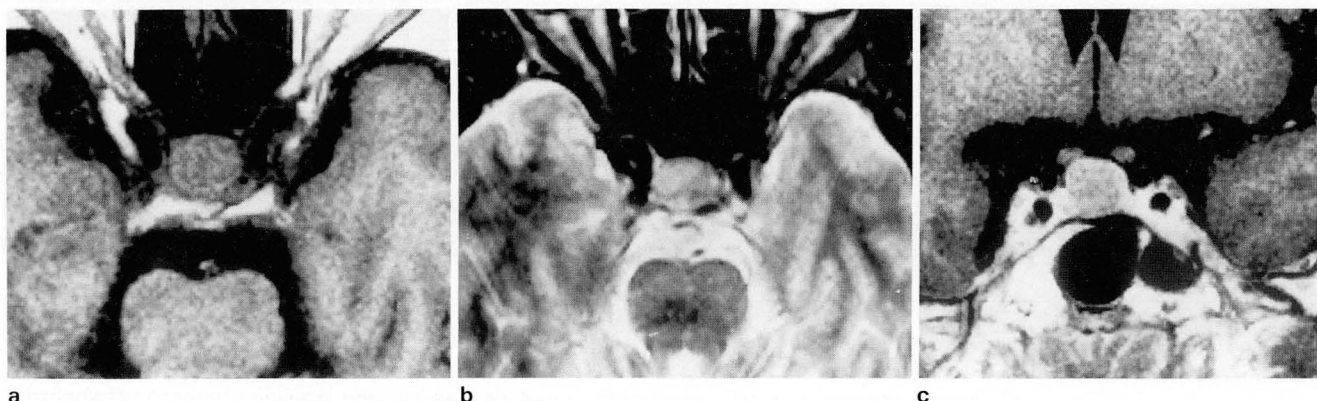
Case 4. A-55-year-old female with palpitation. a. T1-weighted axial image shows a 10x11 mm sized, ovoid, intermediate signal intensity mass on anterior pituitary gland. b. T2-weighted axial image shows some heterogeneous signal intensity mass on the anterior pituitary gland. c. Gd-DTPA enhanced coronal image also reveals relatively delayed enhancing pattern of the mass.
